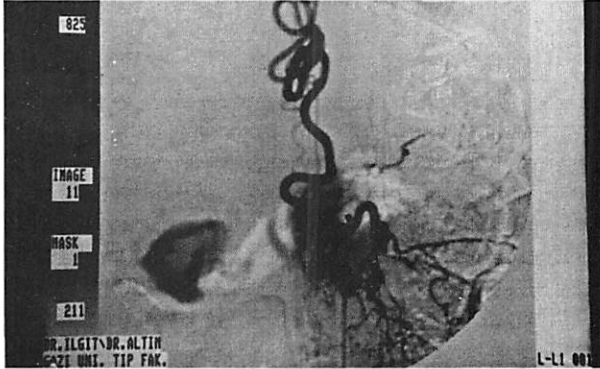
Hastanın spinal anjiografisinde malformasyonu besleyen sol T11 düzeyindeki üçüncü bir besleyici izlenmekte.
